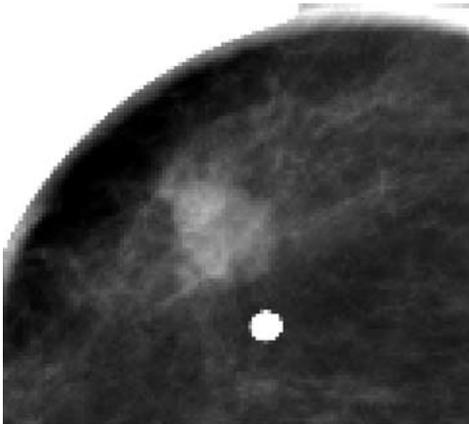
Compresión focalizada con marca cutánea, demuestra la relación con la induración palpada y con la imagen del ultrasonido.
